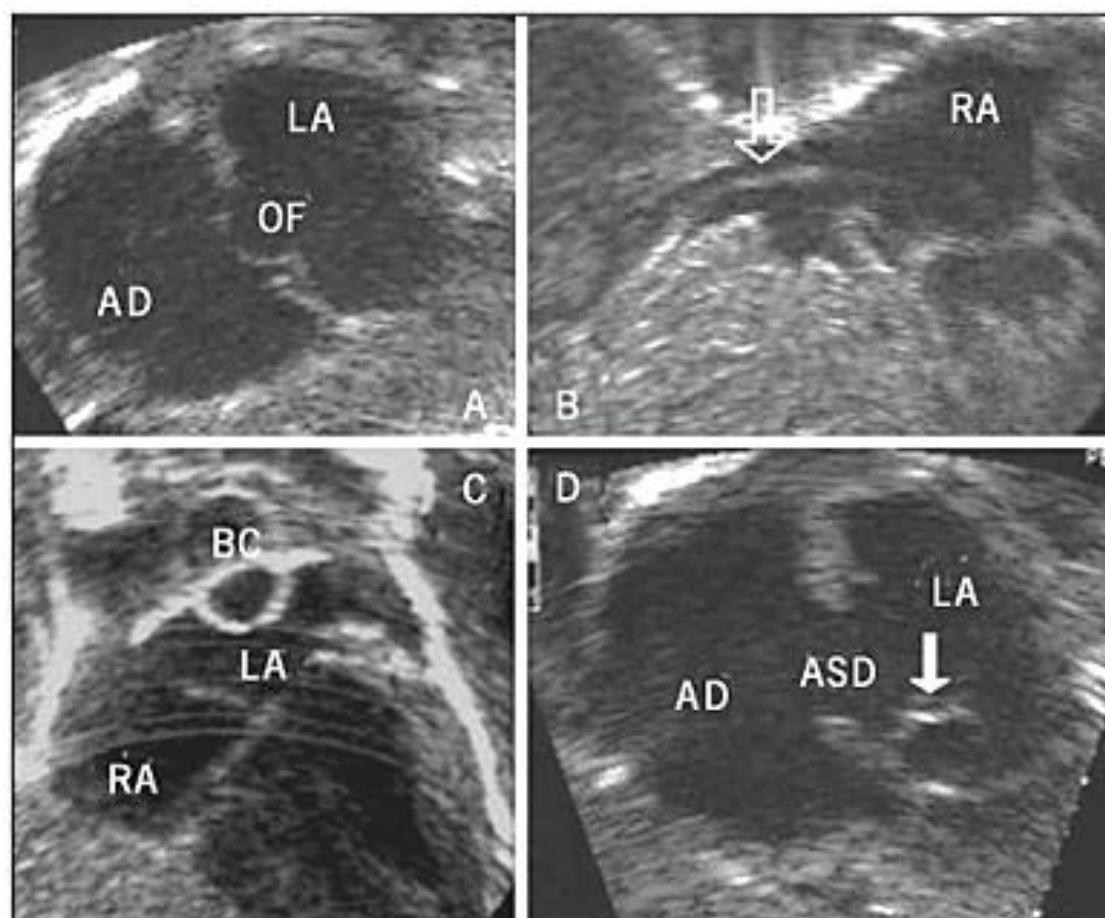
Echocardiography monitored balloon atrial septostomy. A) coronal subcostal view showing a patent oval foramen. B) catheter (clear arrow) in the inferior vena cava and RA; C) inflated balloon in the LA; D) resultant ASD with mobility of its margins (solid arrow). RA- right atrium, LA- left atrium, OF- oval foramen, BC- balloon catheter, and ASD- atrial septal defect.
